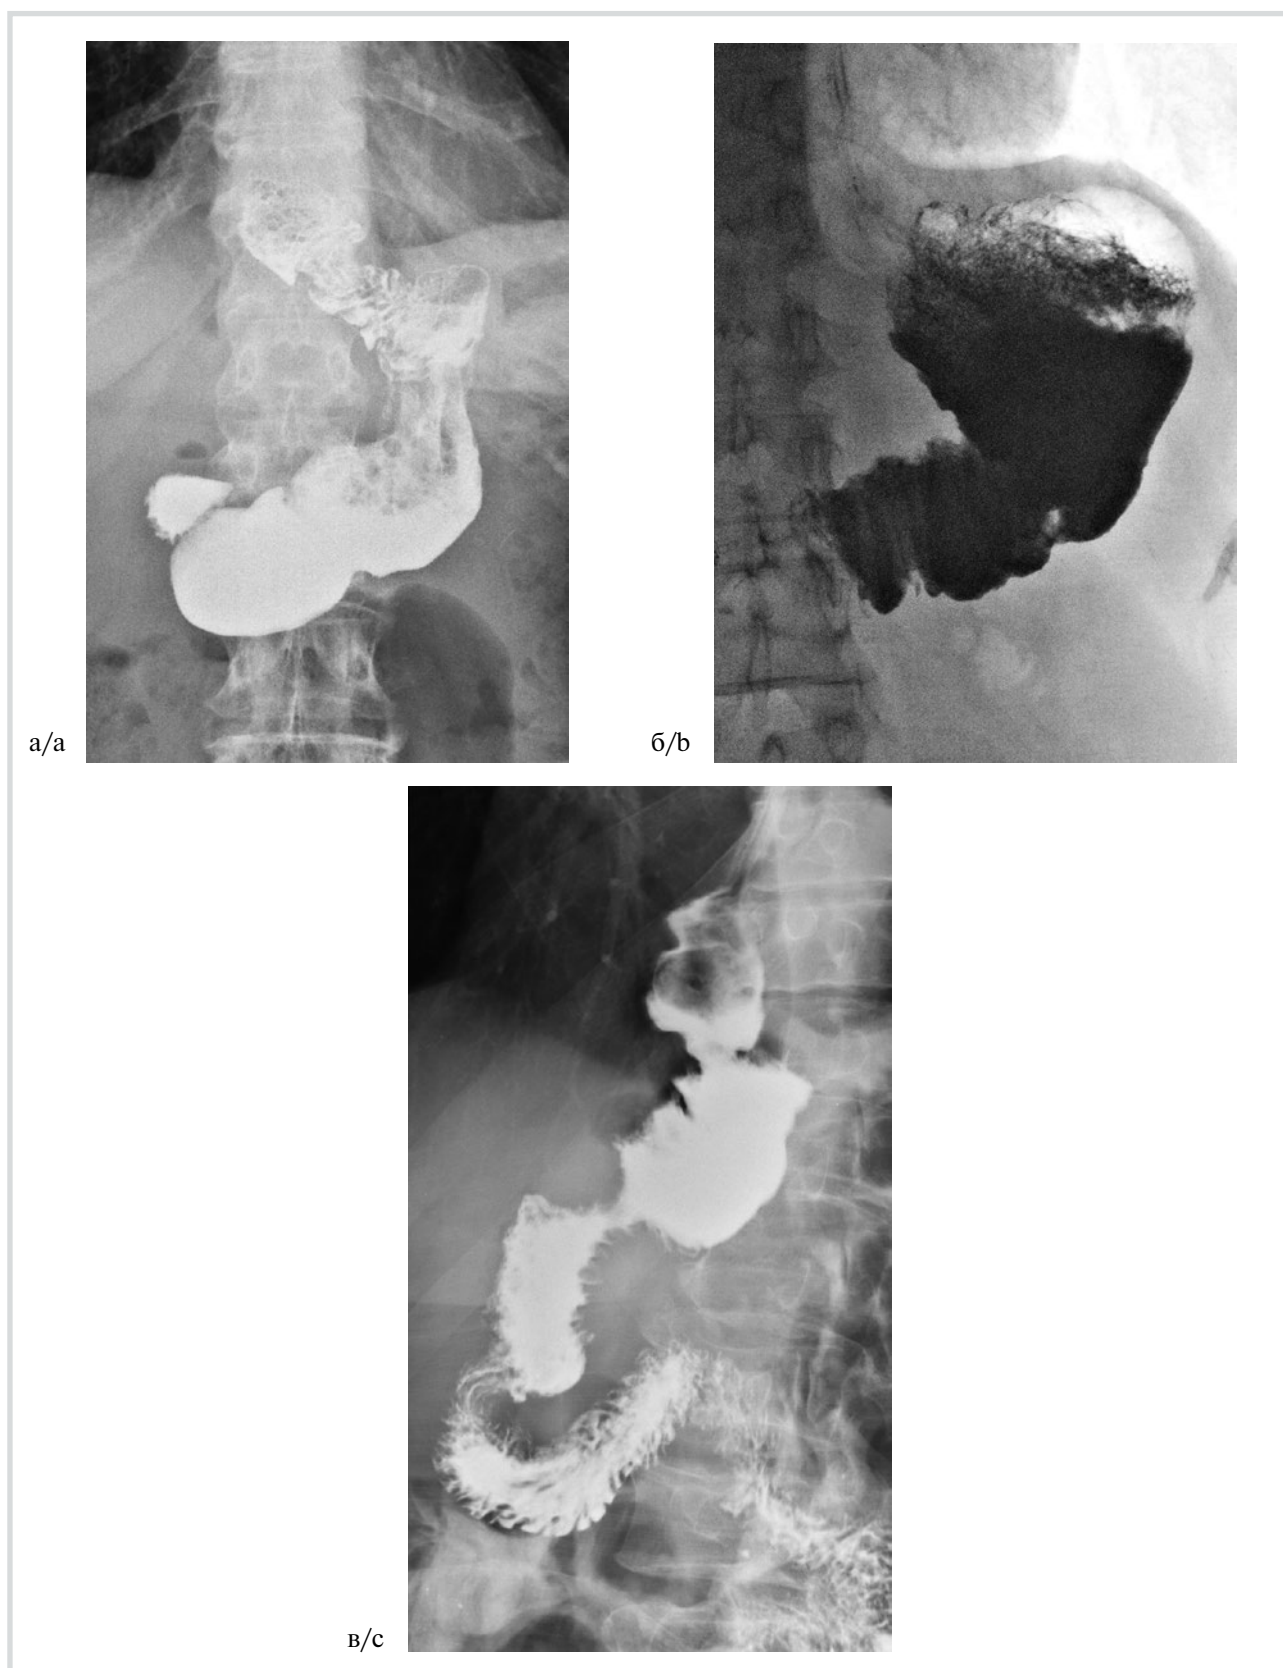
Рентгенограммы желудочно-кишечного тракта больных в отдаленные сроки после операции.
